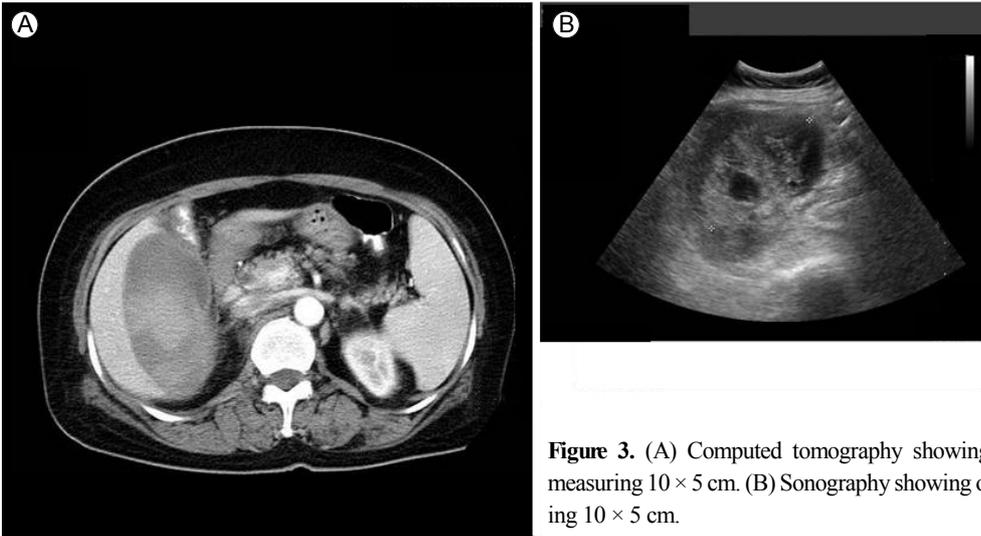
(A) Computed tomography showing a subcapsular liver hematoma measuring 10 × 5 cm. (B) Sonography showing oval heterogenous lesions measuring 10 × 5 cm.
